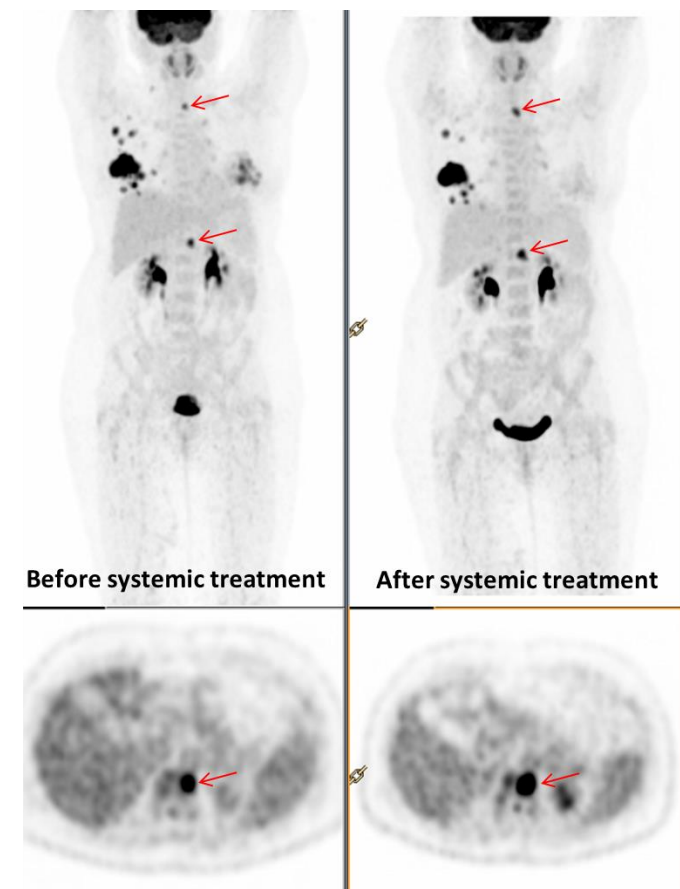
Réponse discordante des métastases osseuses et viscérales en TEP au  $^{18}\text{F}$ -FDG . Les 2 TEP sont réalisées avant (images de gauche) et après (images de droite) 3 mois de traitement par gemcitabine-trastuzumab. La TEP- $^{18}\text{F}$ FDG pré-thérapeutique montre un hypermétabolisme glucidique intense de la tumeur mammaire bilatérale et multifocale, des adénopathies axillaires droites et des métastases osseuses. Après initiation du traitement, la TEP intermédiaire montre une réponse métabolique hétérogène avec coexistence de lésions répondeuses (sein gauche, adénopathies axillaires) et non-répondeuses (flèche rouge : augmentation modérée de la fixation de 2 lésions osseuses).
